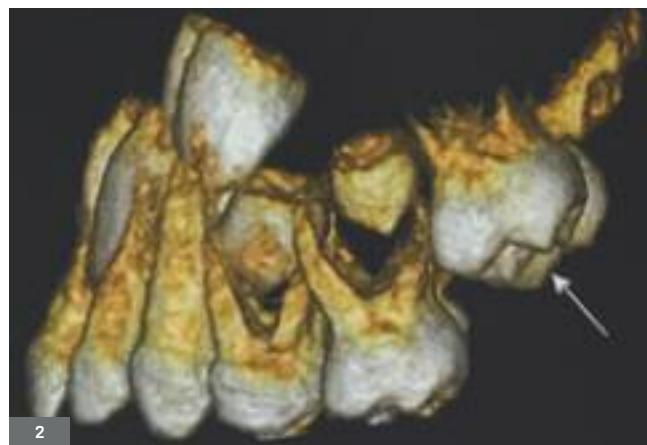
Reconstruction d'un CBCT maxillaire montrant l'axe disto-coronnaire de la première molaire (d'après Ten Cate, 2013).
